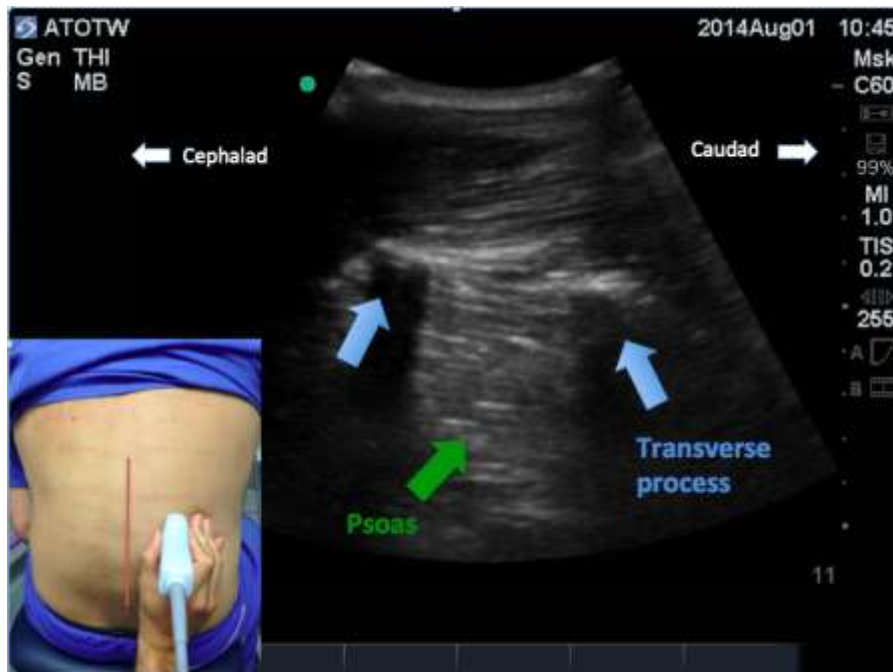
中线旁开 4 厘米行旁正中长轴扫描，探头位于髂嵴水平。超声图像上可见一新月样高回声，后方的低回声区为横突的声影。腰大肌位于横突与横突之间的深部。（红色垂直线代表脊柱的中线）
